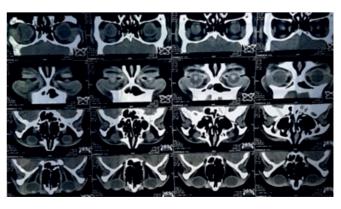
Результаты компьютерной томографии орбиты пациентки С. 27 лет.
